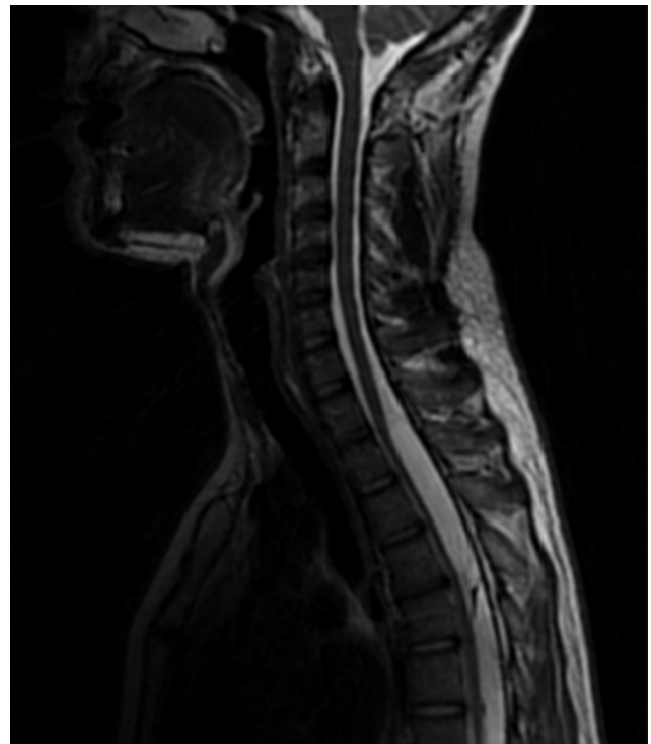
RM cervicodorsal, plano sagital, secuencia T2, quiste aracnoideo desde T1 hasta T9.
